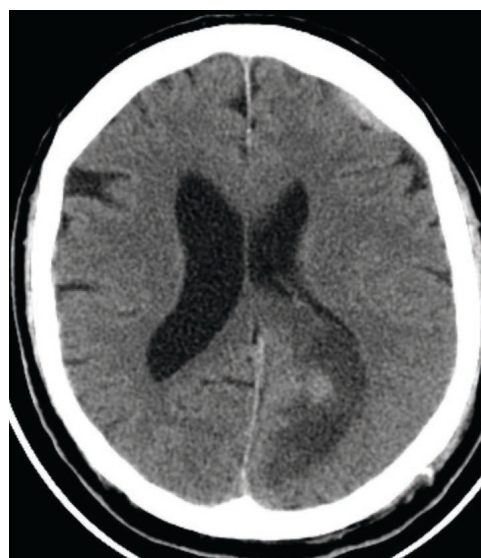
МСКТ головного мозга пациента К. 7-е сутки после операции.
